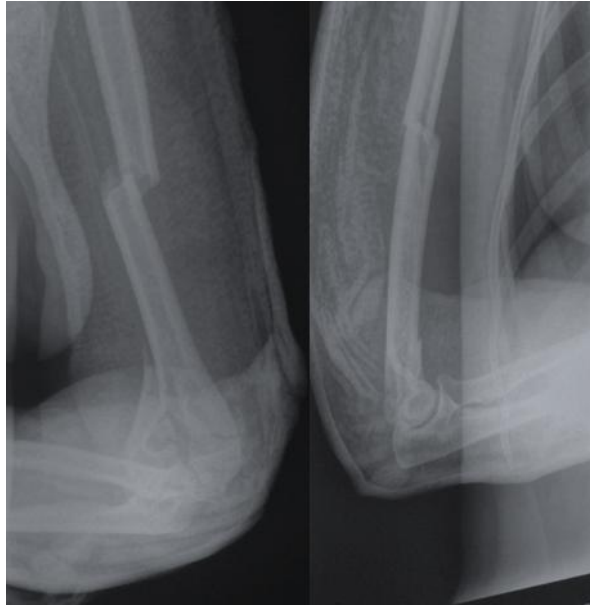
Рентгенограммы больной С. 29 лет с переломом диафиза левой плечевой кости и внутрисуставным переломом дистального отдела левой плечевой кости со смещением отломков (тип 13C1).
